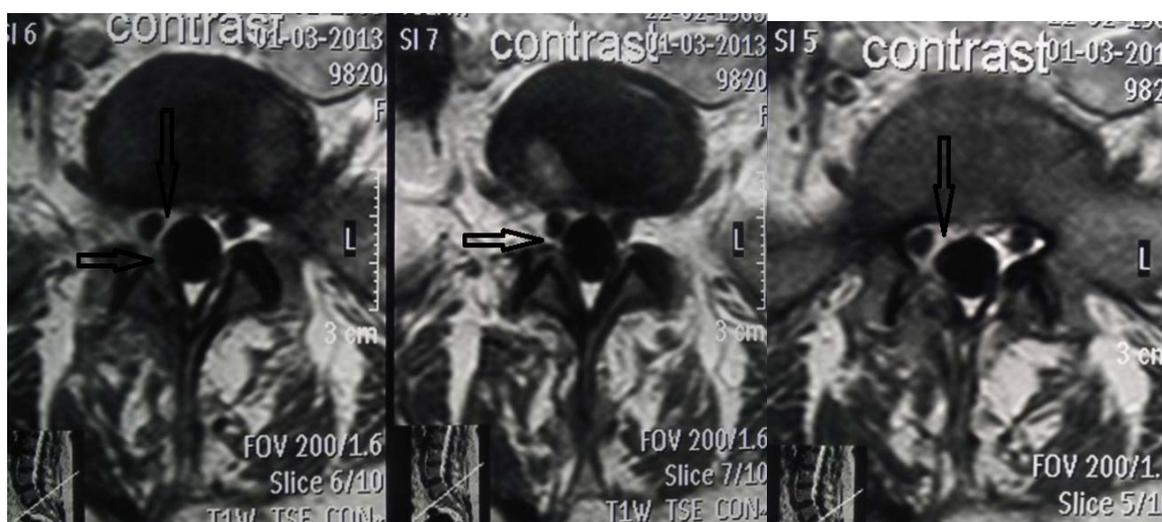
Состояние после микродискэктомии на уровне LV-SI справа с сохранением желтой связки с использованием высокооборотной дрели у пациентки Т-ч, 35 лет и/б № 10440 (МРТ с контрастированием через 7 мес. после оперативного пособия), – минимальные проявления рубцово – спаечного процесса без компрессии невральных структур эпидурально и перирадикулярно (показано стрелками)
